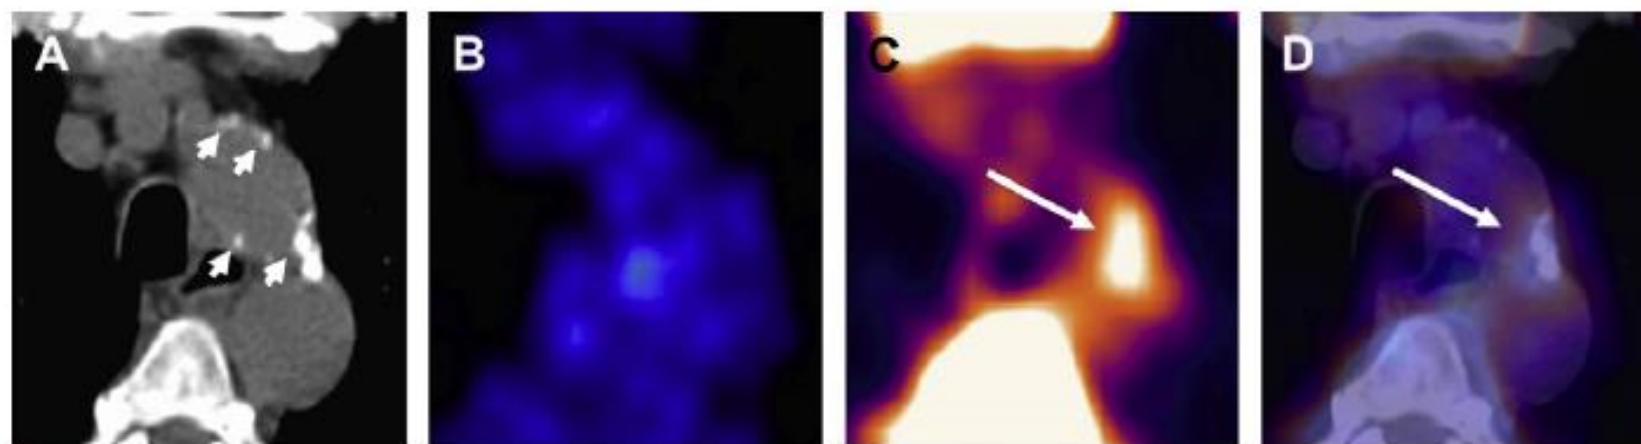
Transaxial PET/CT images of atherosclerotic plaque in ascending aorta: (A) CT image shows calcification (*short arrows*). (B) ^{18}F -FDG PET image shows no tracer uptake; however, on ^{18}F -NaF PET image (C) there is an accumulation of tracer indicated by a long arrow. (D) Coregistered and fused ^{18}F -FDG/ ^{18}F -NaF PET/CT (*long arrow*). (From Derlin T, Toth Z, Papp L, et al. Correlation of inflammation assessed by ^{18}F -FDG PET, active mineral deposition assessed by ^{18}F -fluoride PET, and vascular calcification in atherosclerotic plaque: a dual-tracer PET/CT study. *J Nucl Med* 2011;52(7):1020–7; with permission.)
